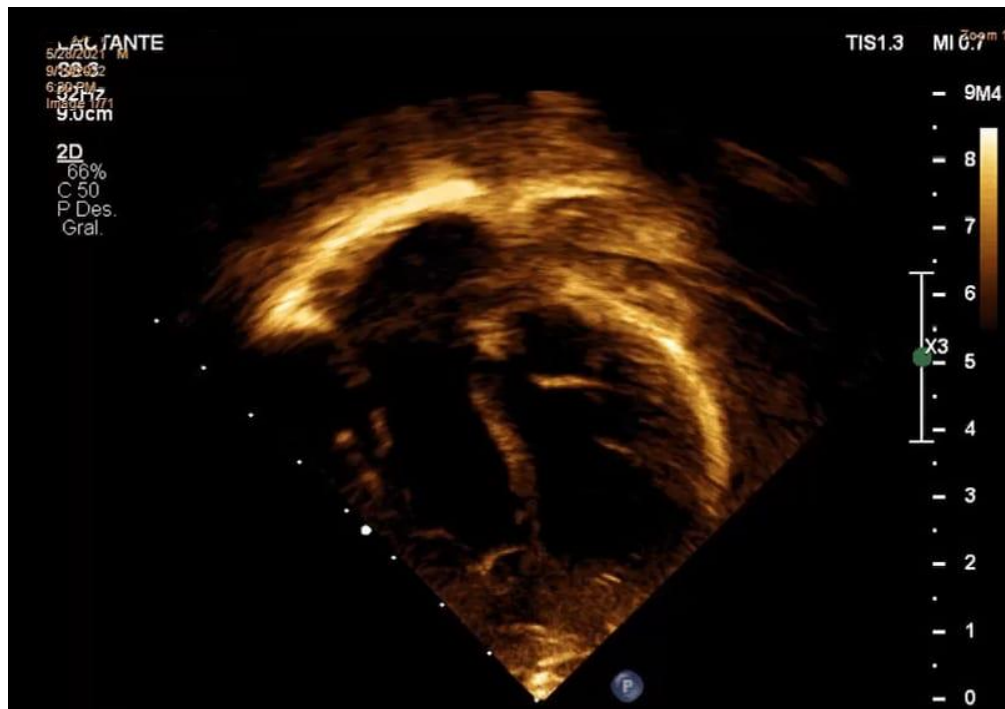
Ecocardiograma transtorácico de cuatro cámaras con vista apical. Anomalia de Ebstein.
